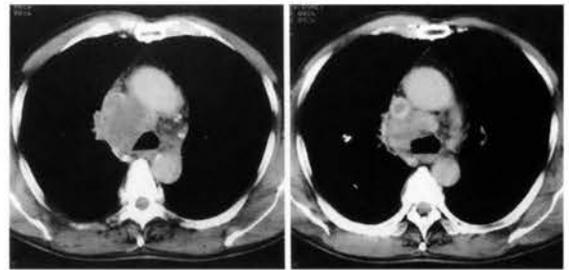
CT (with CE) images show right paratracheal and pretracheal lymph node enlargement of which maximal diameter is 6.5cm. Superior vena cava is severely stenotic.
